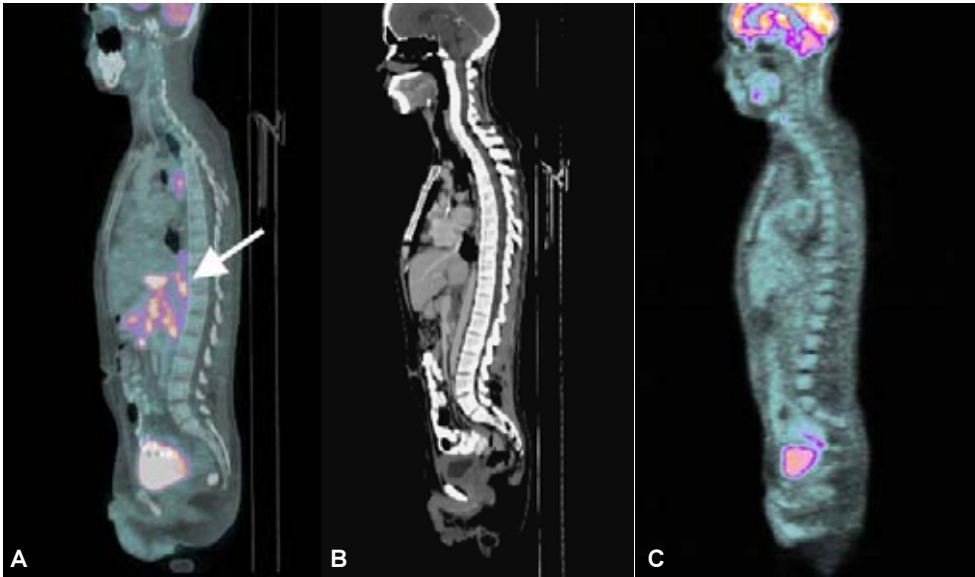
Tumor de células germinales. A) PET-CT fusionado antes del tratamiento en donde se observan múltiples lesiones metastásicas en el retroperitoneo (flechas). B y C) Plano sagital CT y PET-CT después del tratamiento, apreciando desaparición de las lesiones metabólicamente activas observadas en el estudio pretatamiento (Cortesía Dr. E. Kimura. CT Scanner Sur, México, D.F.).
